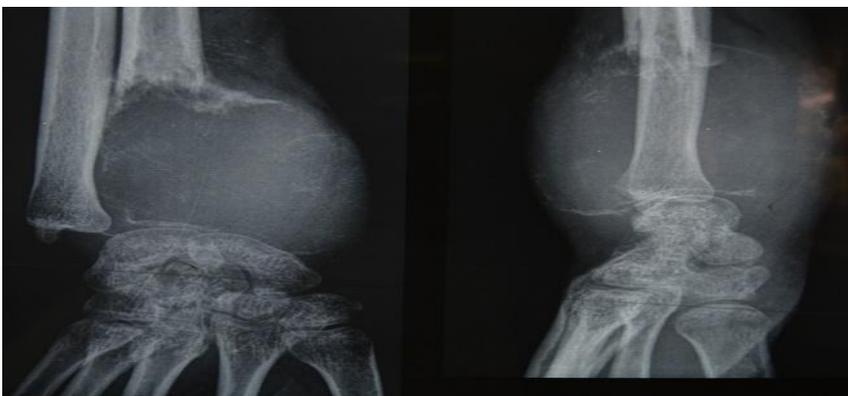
Radiographie de face et de profil du poignet gauche montrant une ostéolyse diffuse à contours flous de l'extrémité distale de l'avant-bras
